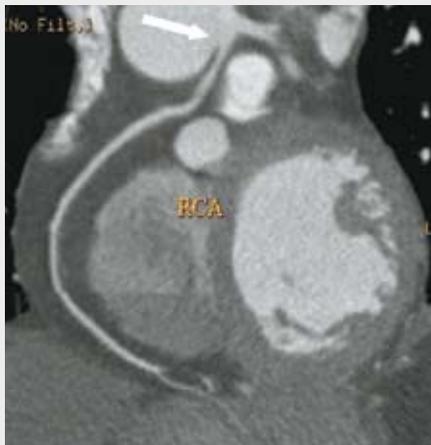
64歲女性接受電腦斷層冠狀動脈攝影（CTA）檢查，意外發現右側冠狀動脈（RCA）起源於左側主動脈竇（箭頭），因夾在主動脈和肺動脈之間造成近端血管狹窄，此種先天性的血管異常有猝死的可能性
